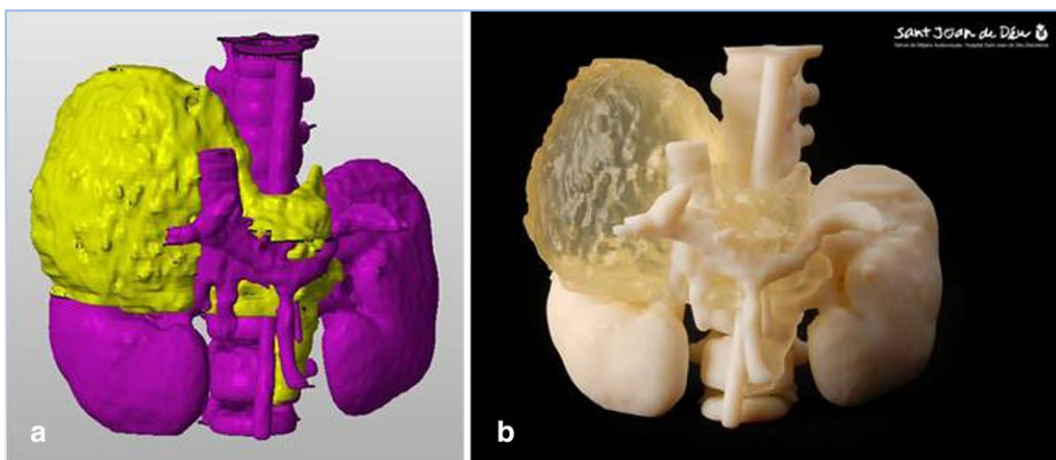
a : Reconstruction virtuelle 3D de la tumeur (en jaune) grâce à la fusion des images de tomodensitométrie et d'IRM. b : Prototype imprimé en 3D. La tumeur est représentée avec une consistance semi-transparente. La reproduction
